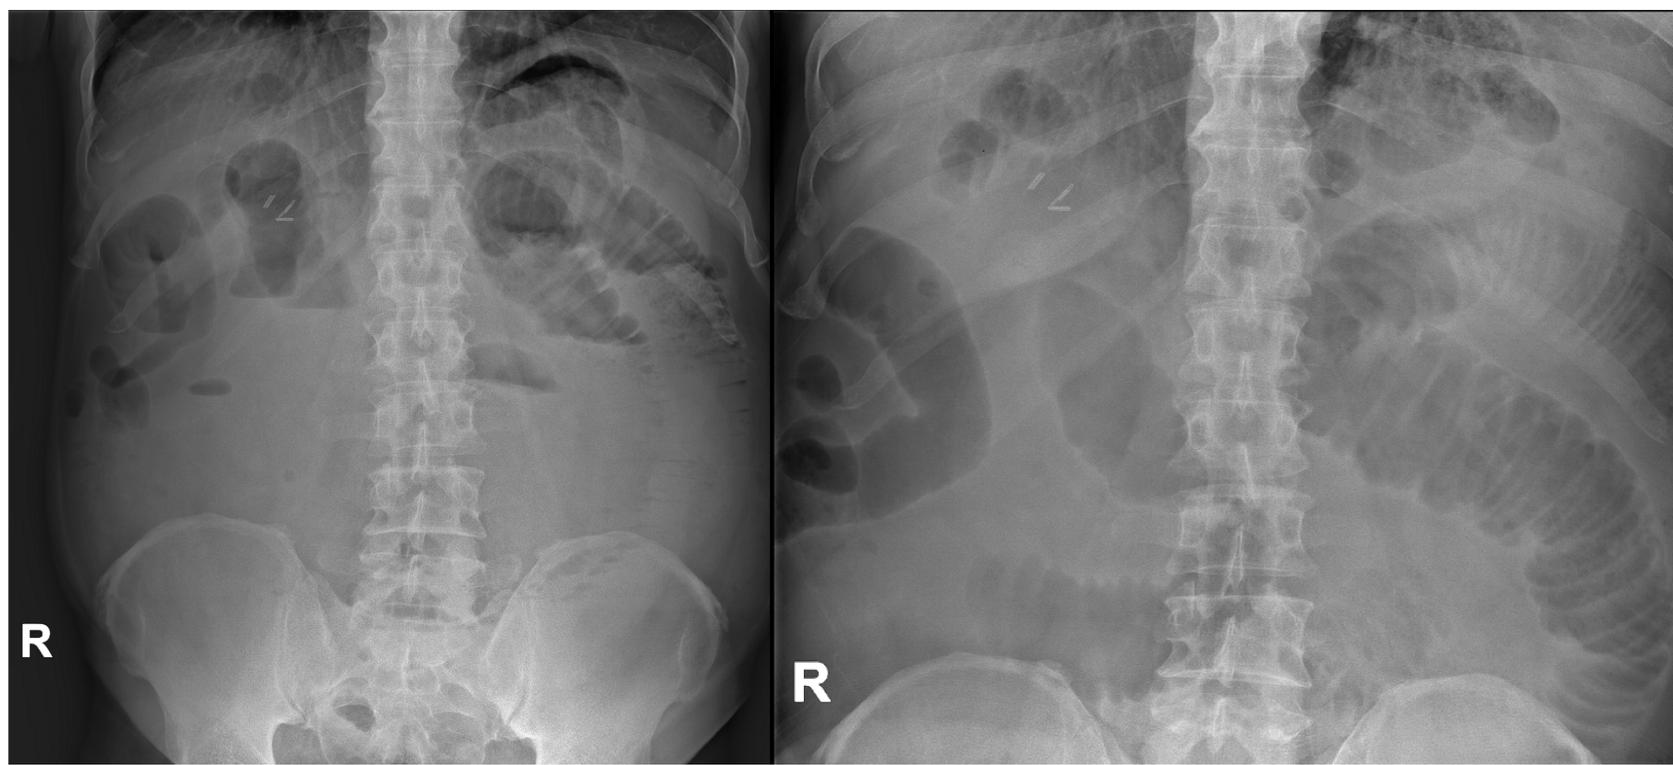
Radiografía abdominal de obstrucción de intestino delgado. Distensión de asas de intestino delgado, con algunos niveles hidroaéreos, sin objetivar gas en marco cólico.
